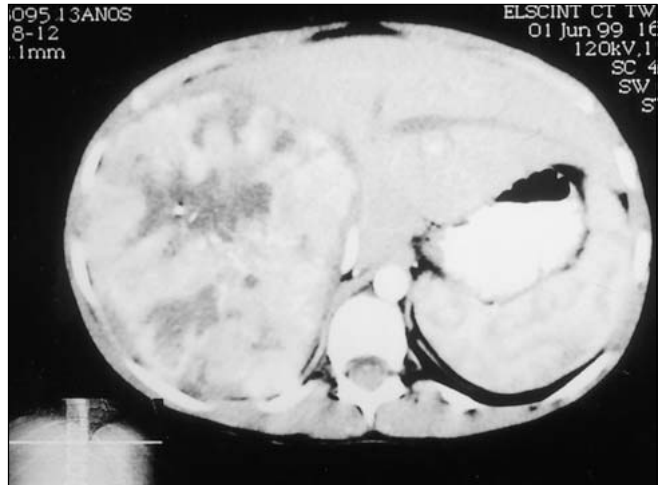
Tomografia computadorizada, fase arterial. Deslocamento das estruturas vasculares do fígado e veia cava inferior.
